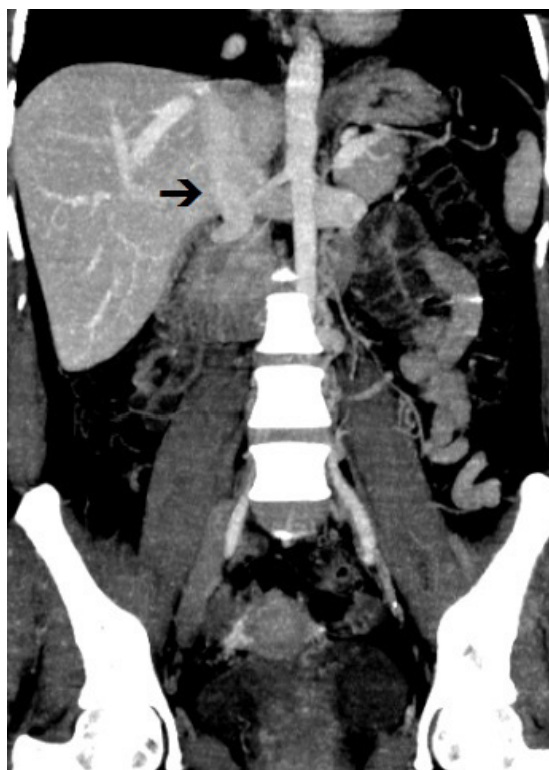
Angiotomografia venosa em corte coronal, evidenciando a origem da veia cava inferior a partir da confluência das veias renais (seta).
